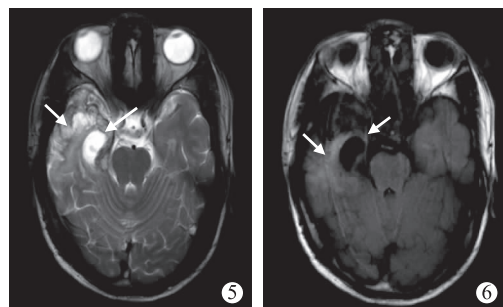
头颅 MRI(2017 年 5 月 17 日)显示右侧颞下 T₂ WI、FLAIR 高信号较前减少,右侧颞、岛、海马部分萎缩(箭头所示)
